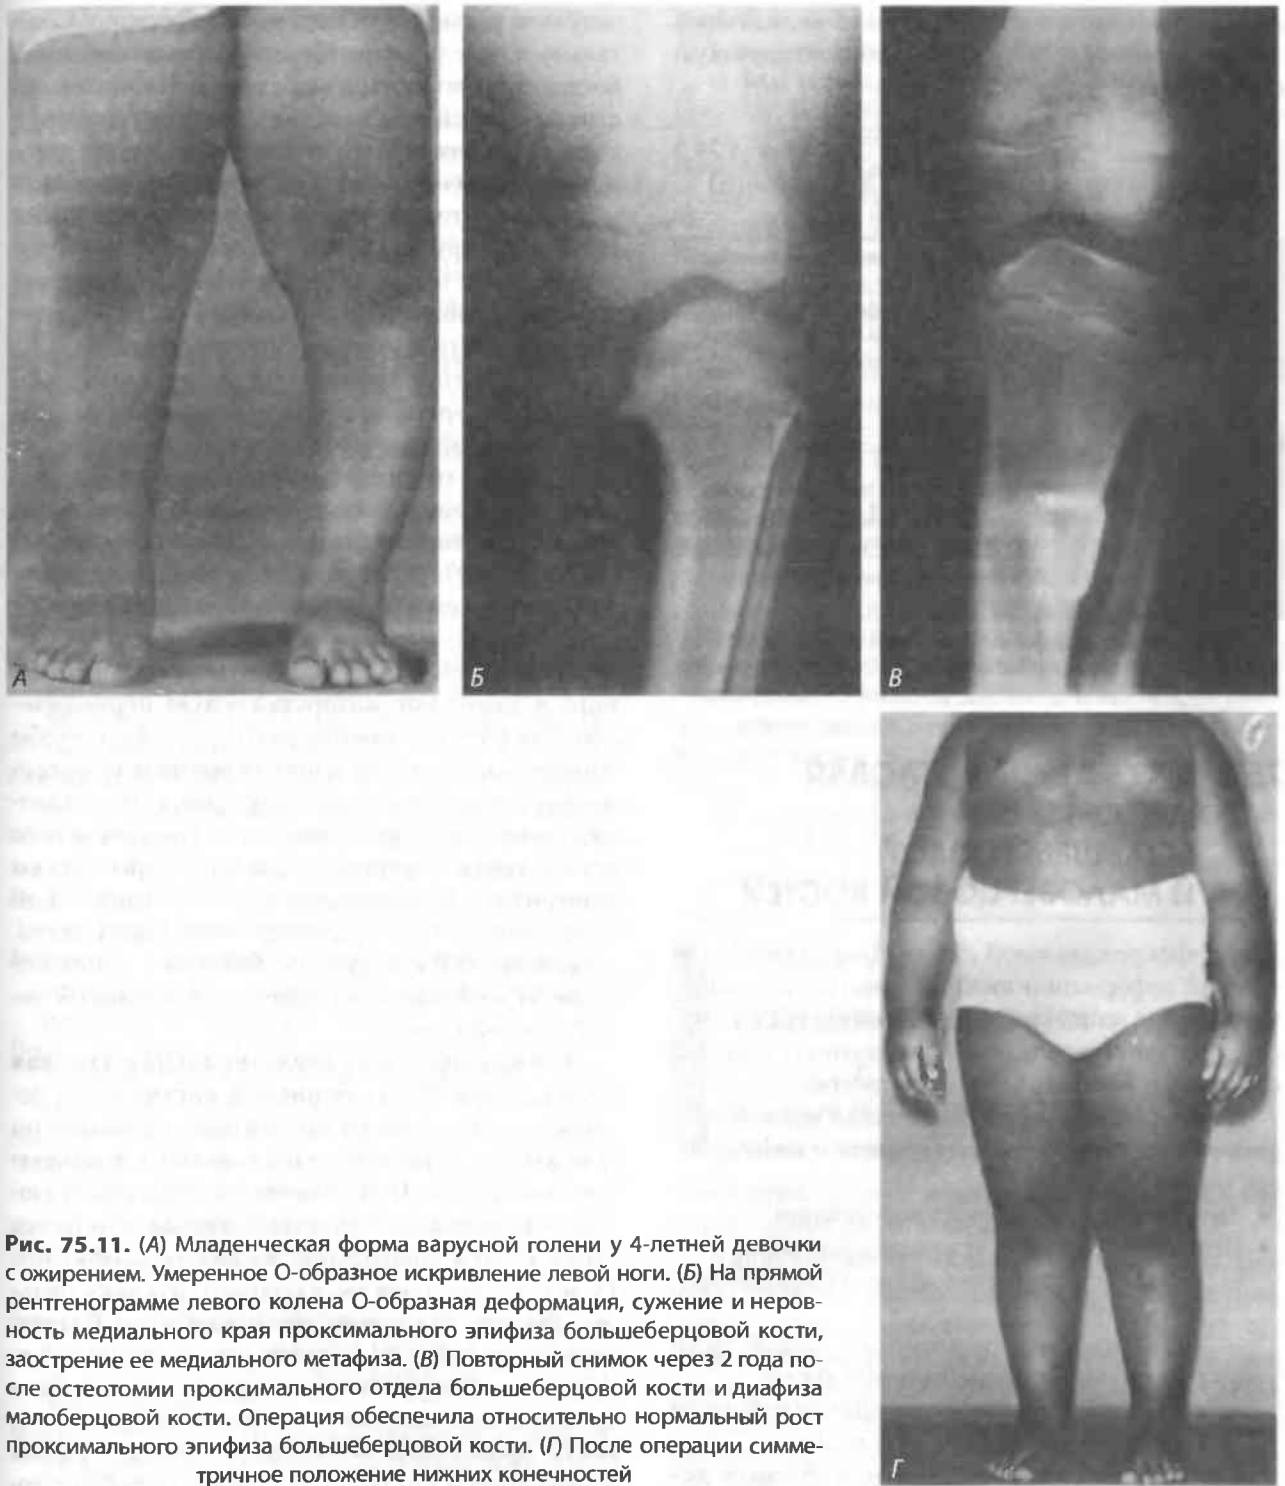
(А) Младенческая форма варусной голени у 4-летней девочки с ожирением. Умеренное О-образное искривление левой ноги. (Б) На прямой рентгенограмме левого колена О-образная деформация, сужение и неровность медиального края проксимального эпифиза большеберцовой кости, заострение ее медиального метафиза. (В) Повторный снимок через 2 года после остеотомии проксимального отдела большеберцовой кости и диафиза малоберцовой кости. Операция обеспечила относительно нормальный рост проксимального эпифиза большеберцовой кости. (Г) После операции симметричное положение нижних конечностей
